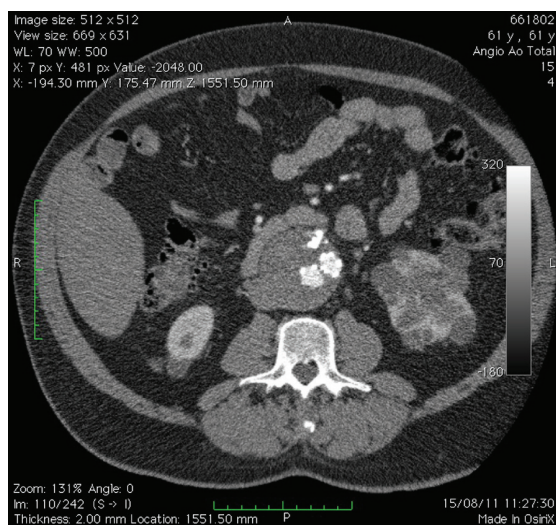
Tomografia computadorizada do acompanhamento evidenciando sucesso terapêutico. Podemos notar a presença do material embólico impregnado com iodo, dentro do saco aneurismático.
